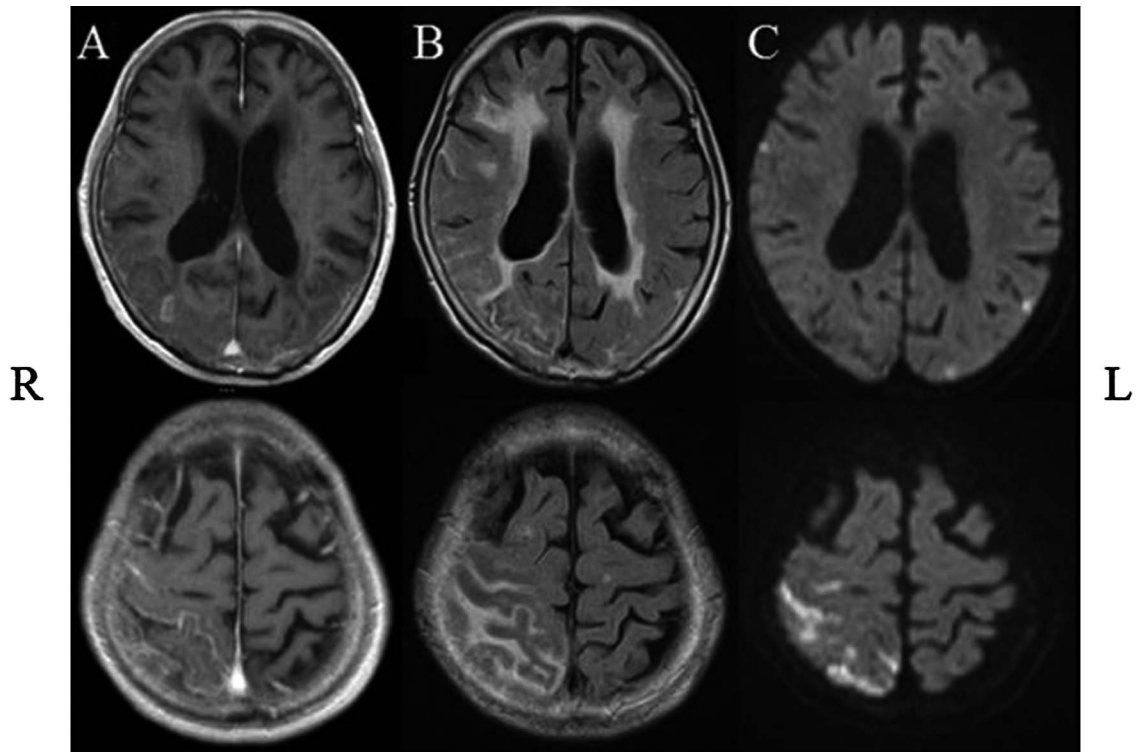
Brain magnetic resonance images on admission.
